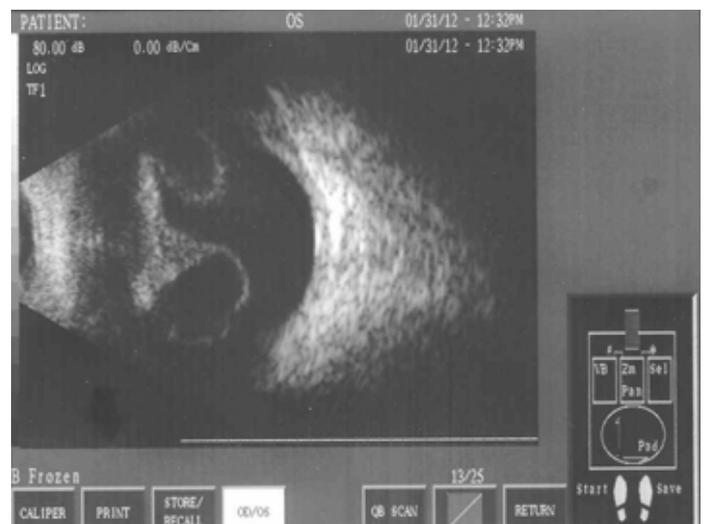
УЗИ глазного яблока пациента С.
